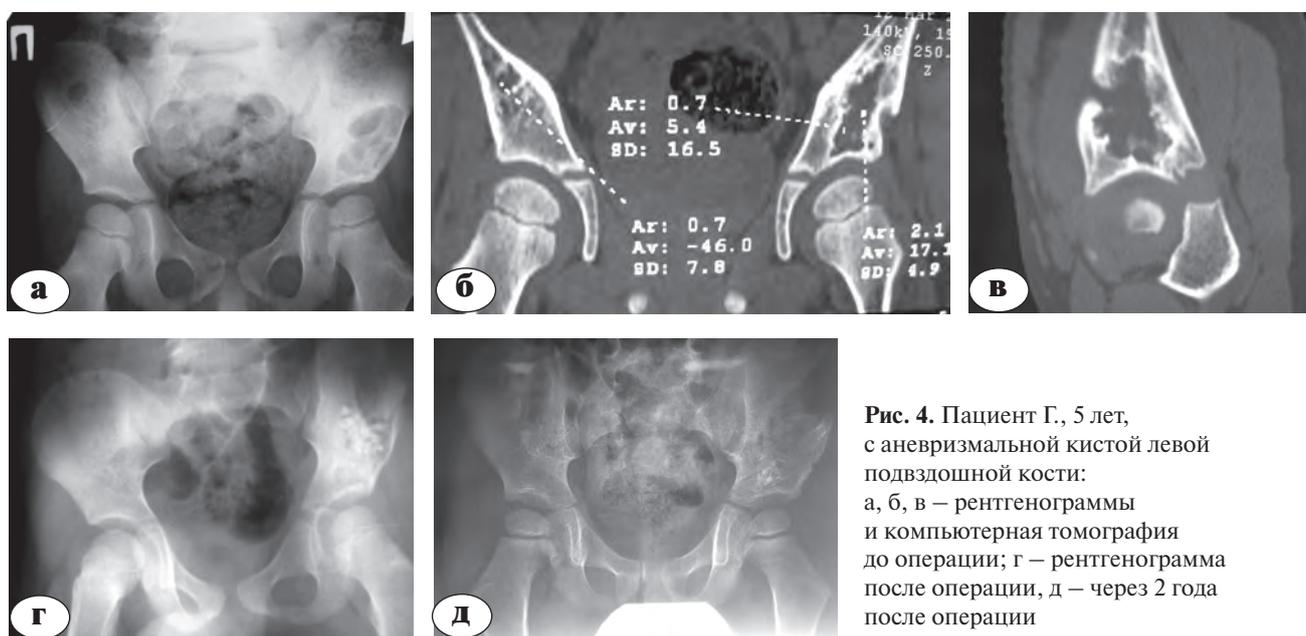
Пациент Г., 5 лет, с аневризмальной кистой левой подвздошной кости: а, б, в – рентгенограммы и компьютерная томография до операции; г – рентгенограмма после операции, д – через 2 года после операции
